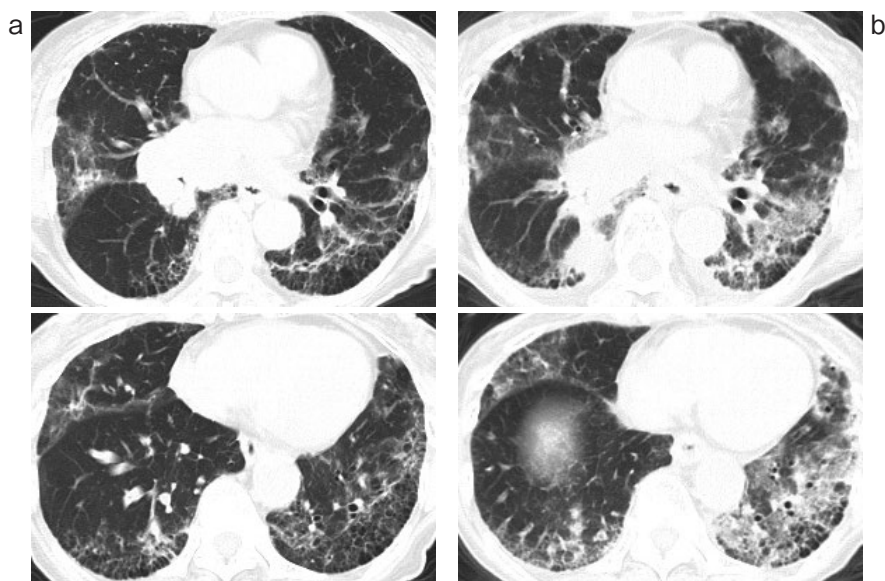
胸部単純CT。(a)入院時。両下肺背側を主体に、胸膜下に層状に重なる輪状影と周囲のすりガラス影を認めた。右下葉に腫瘤影と右肺門および縦隔リンパ節腫脹があり右下葉枝は高度に狭窄していた。(b)Day 14。左下葉主体に広範なすりガラス影と斑状の浸潤影が急速に出現した。
